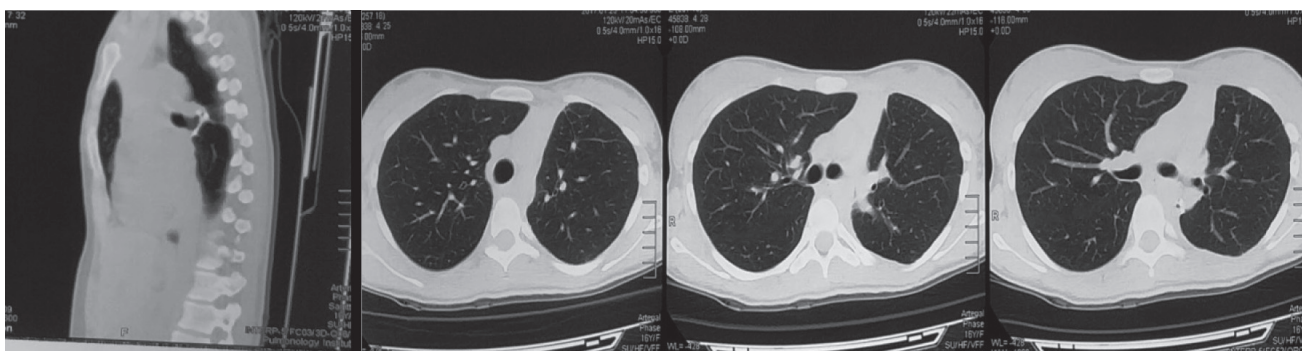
КТ ОГП після проведення хімічної обробки дефекту кукси нижньодольового бронху лівої легені.
